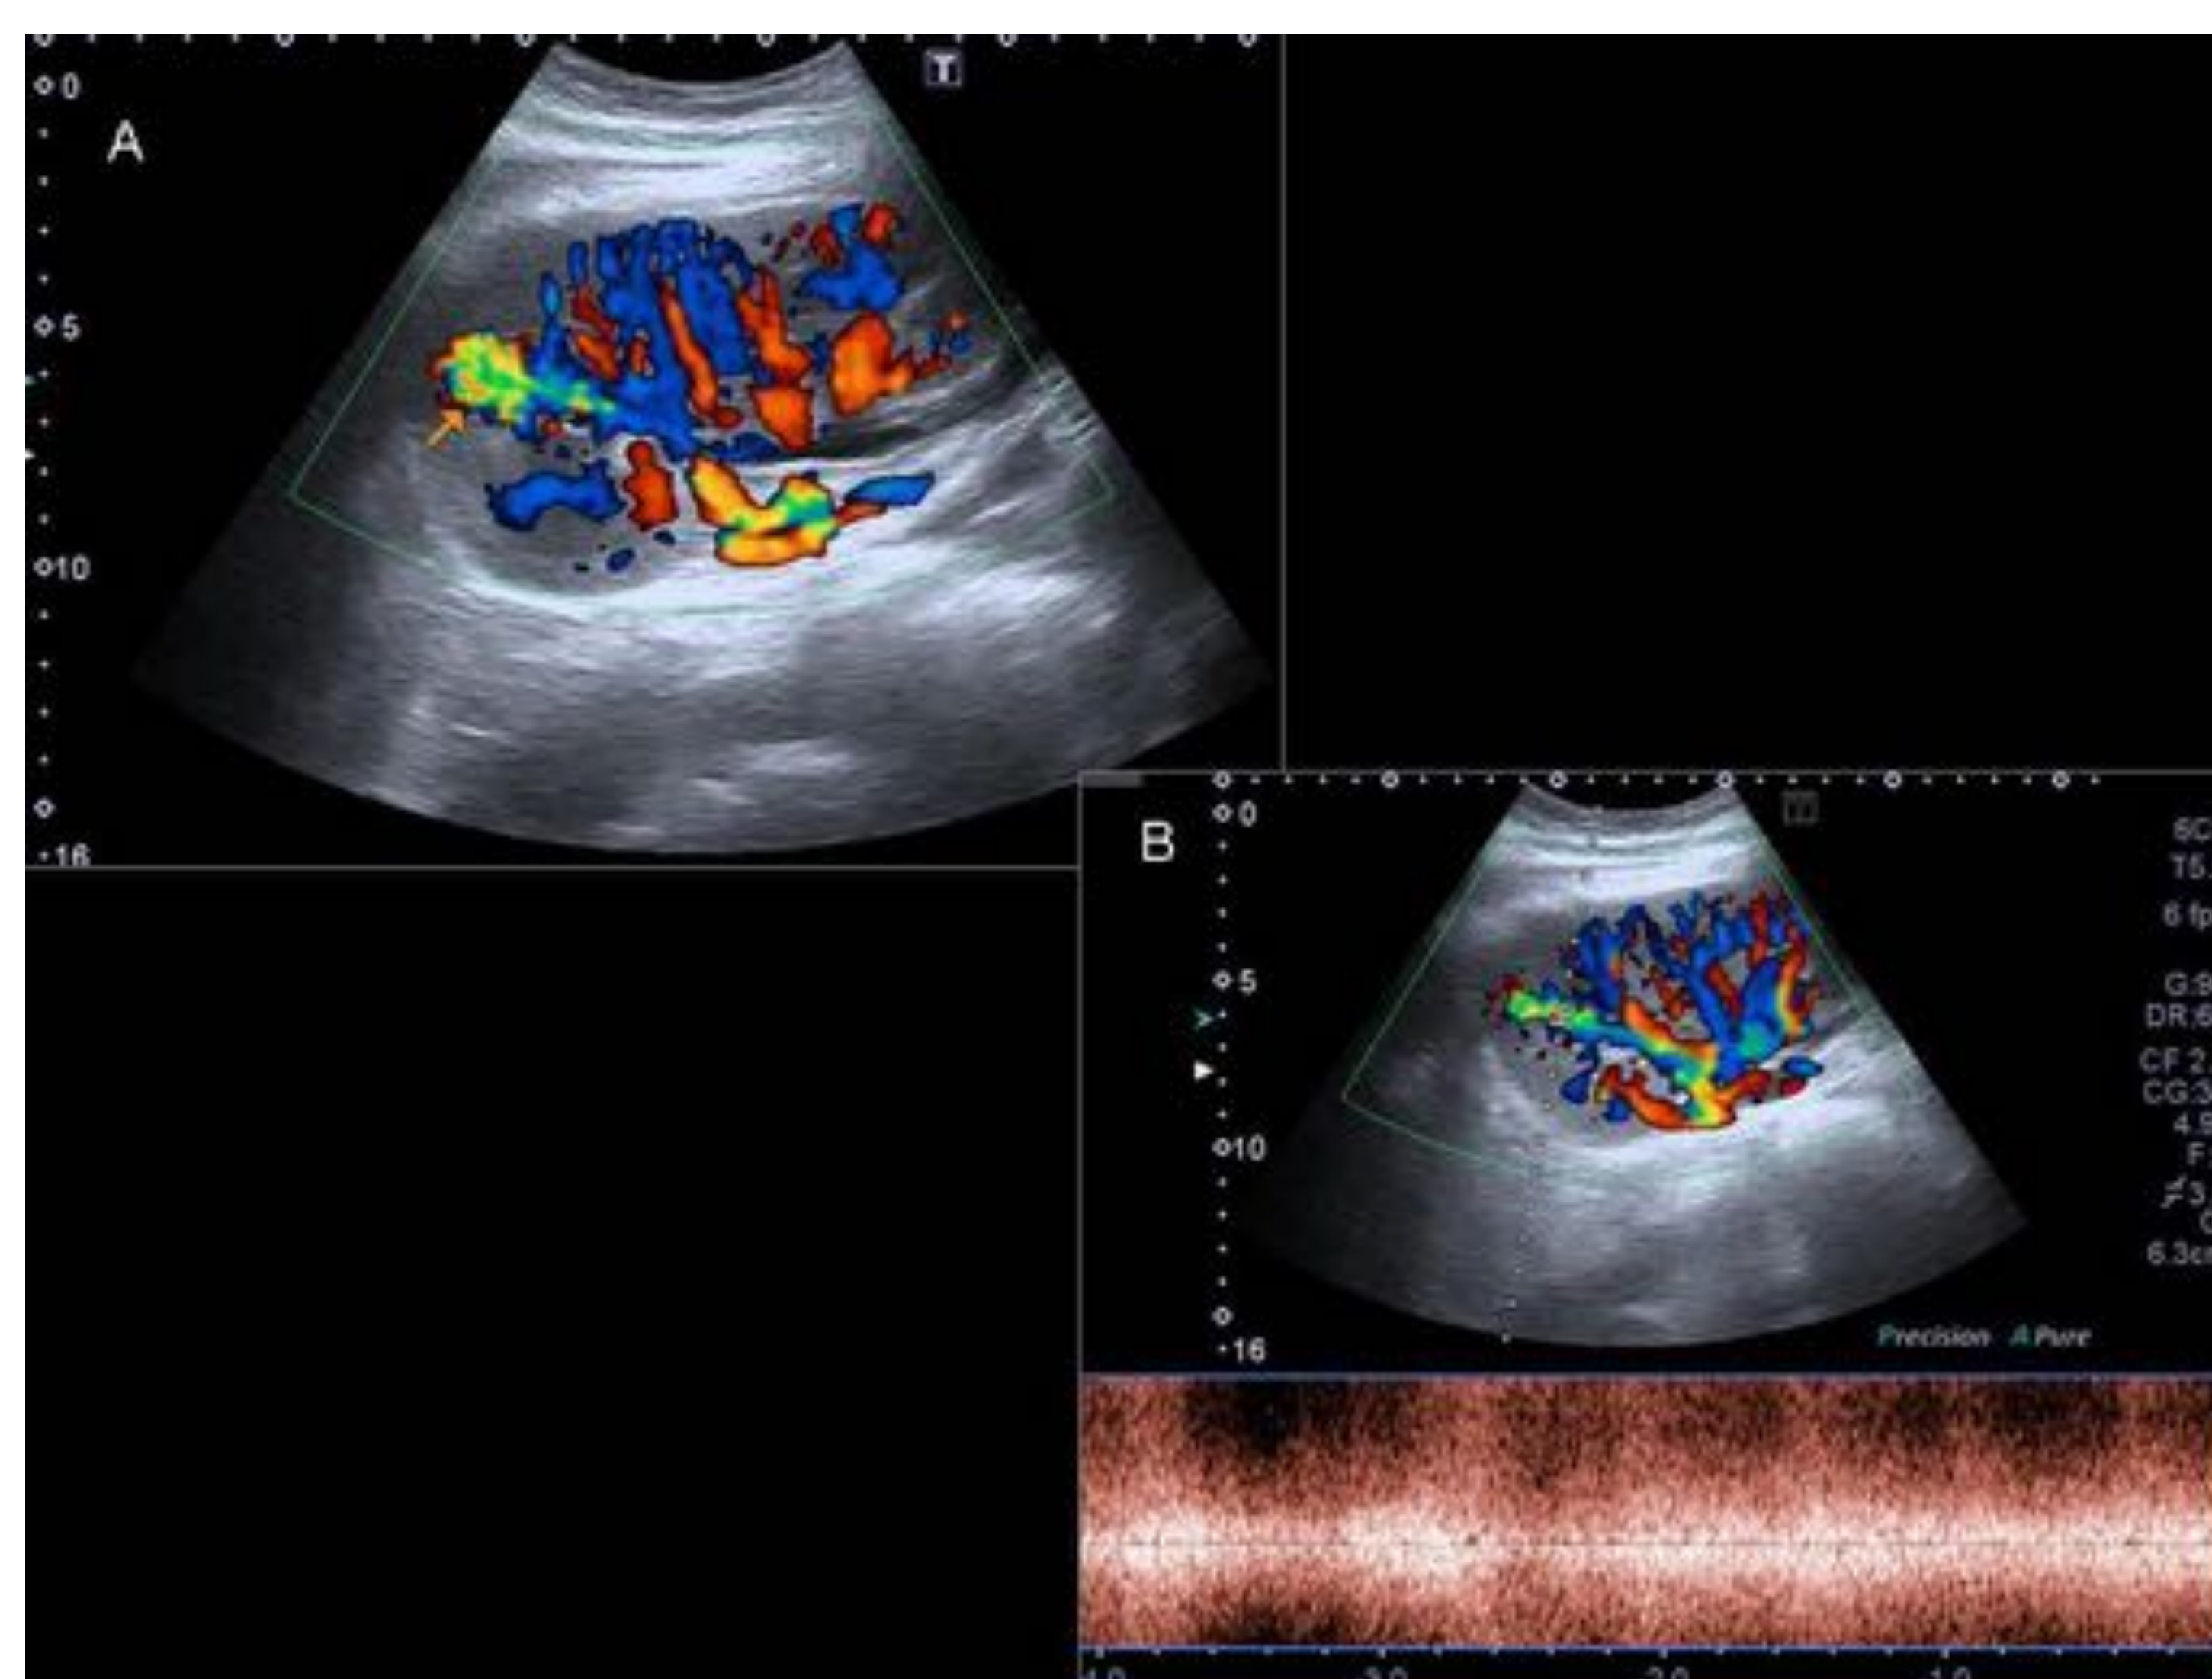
Fístula arteriovenosa tras biopsia renal. La ecografía Doppler (Imagen A) muestra un “aliasing” (flecha naranja), con un registro continuo en el Doppler pulsado (Imagen B), compatible con FAV.
